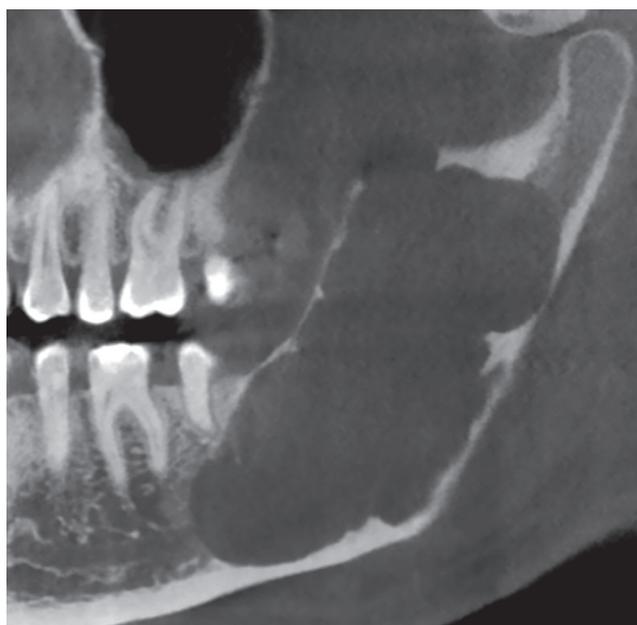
Tumeur odontogénique kératokystique. CBCT, reconstruction panoramique : large image radioclaire peu expansive, développée dans l'axe de la région angulaire et du ramus. Ébauche de cloisons. Respect de l'échancrure sigmoïde et du condyle.
